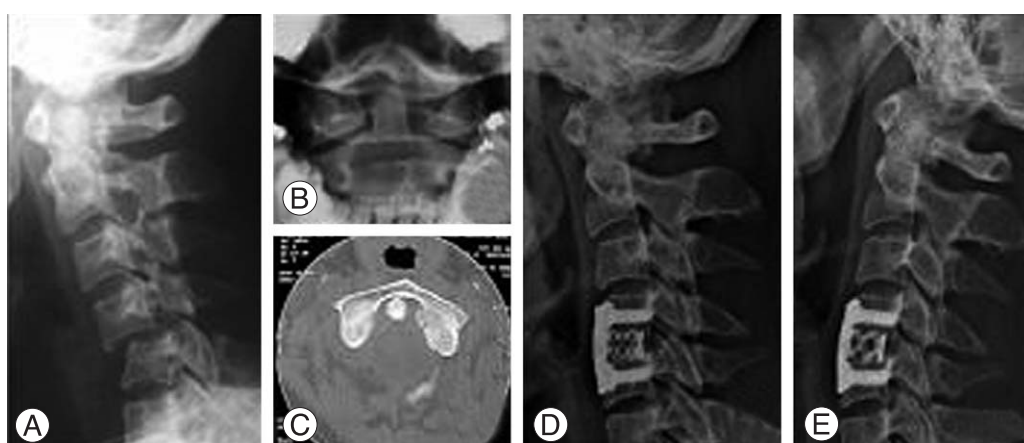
(A) Lateral spine radiograph showing the anterior displacement of C4 on C5 body. (B) Anteroposterior, open-mouth radiograph showing asymmetric interval between odontoid process and lateral mass of atlas. (C) Axial image of CT showing avulsion fracture of lateral mass of atlas at the attached site of transverse alar ligament. (D, E) Treated in halo vest immobilization for 3 months and anterior interbody fusion at C4-5, 6months after completing treatment, flexion-extension radiographs were done and showed restoration of stability
